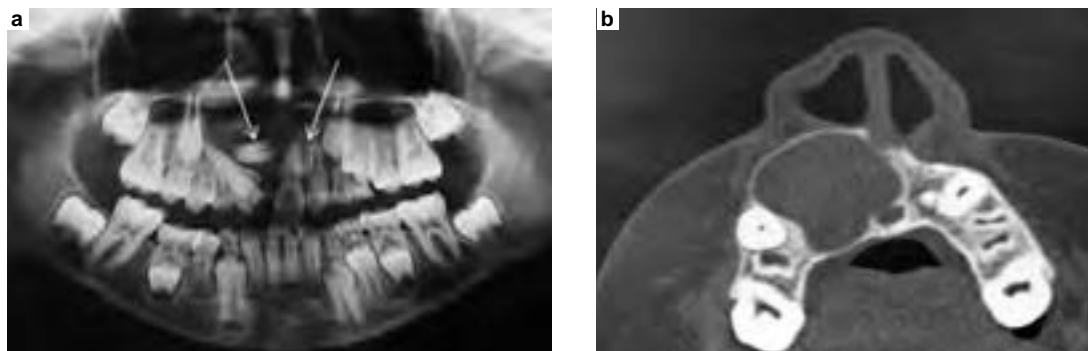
a) Radiografía panorámica donde se aprecia lesión radiolúcida y presencia de dientes supernumerarios amorfos (flechas). Nótese la retención del incisivo lateral superior derecho. b) Tomografía computarizada en cortes axiales presentando una extensa área hipodensa con perforación de corticales.
